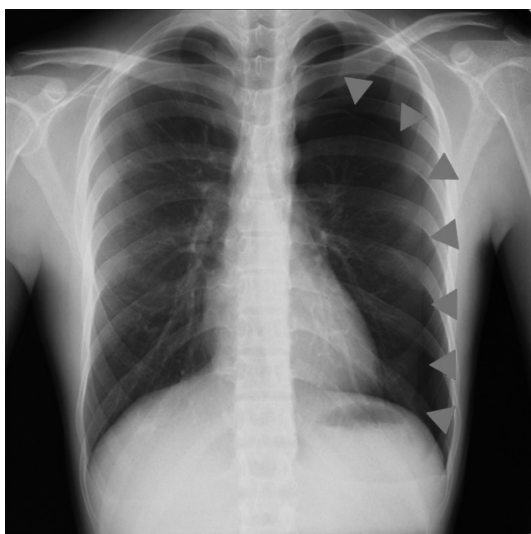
Chest radiography showing a left moderate pneumothorax.
